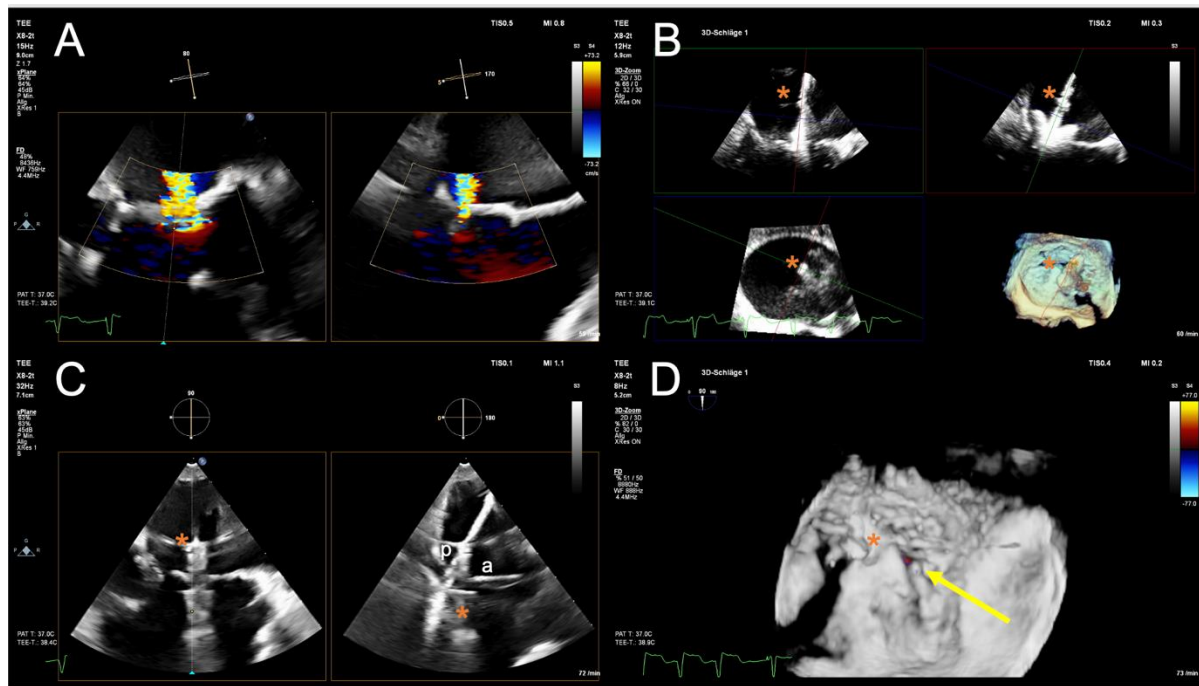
Echokardiographische Positionierung des MitraClip™
